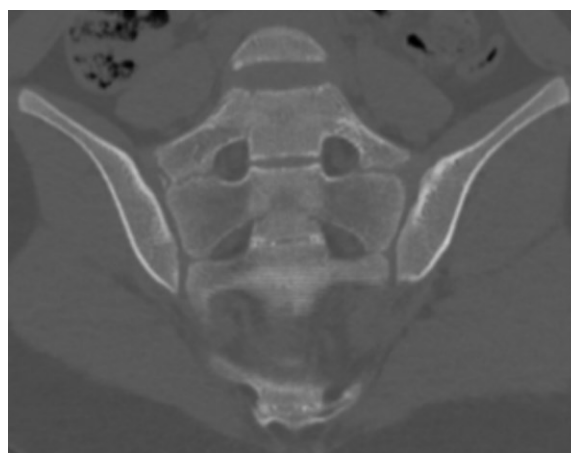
/ Fig. 5. Компьютерная томограмма крестца 17-летней пациентки. «Крестец не утоплен в таз» / CT scan of the sacrum of a 17-year-old female patient. "The sacrum is not recessed into the pelvis"
